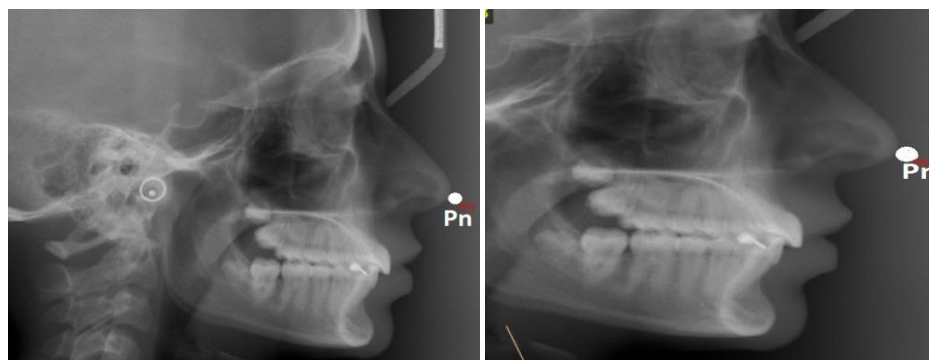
Pronasale - aspect radiografic
